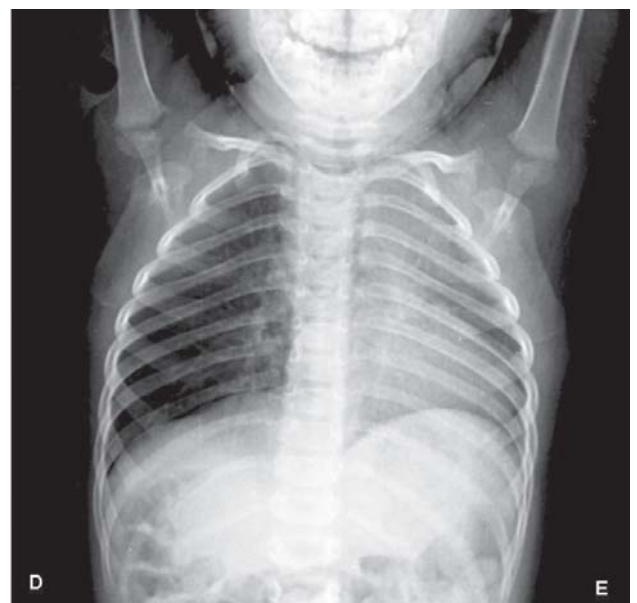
Radiografia de tórax com área cardíaca de difícil delimitação devido o desvio das estruturas mediastinais para o hemitórax esquerdo. Nota-se o comprometimento do pulmão esquerdo
